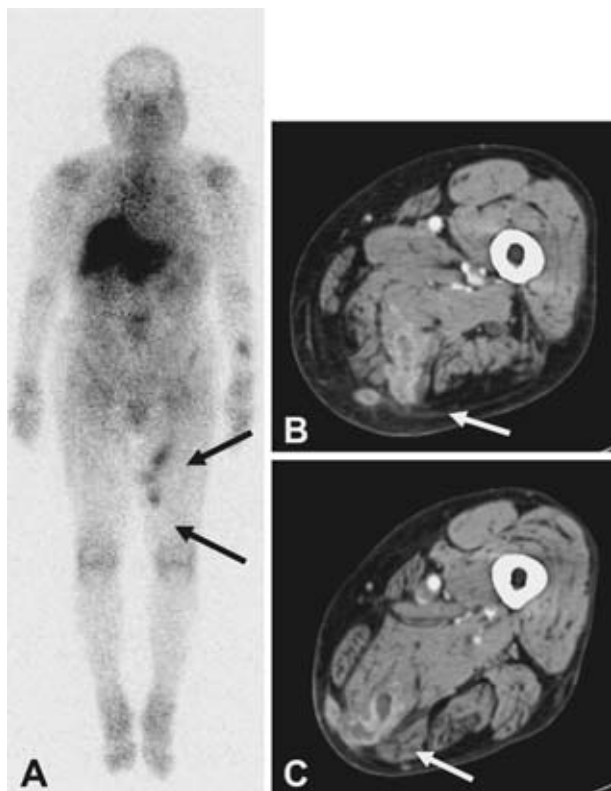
^{67}Ga scintigraphy (A) demonstrates increased uptake in left thigh (arrows). CT scans in thigh (B, C) show ring-enhanced lesions in left adductor magnus muscle (arrows).
